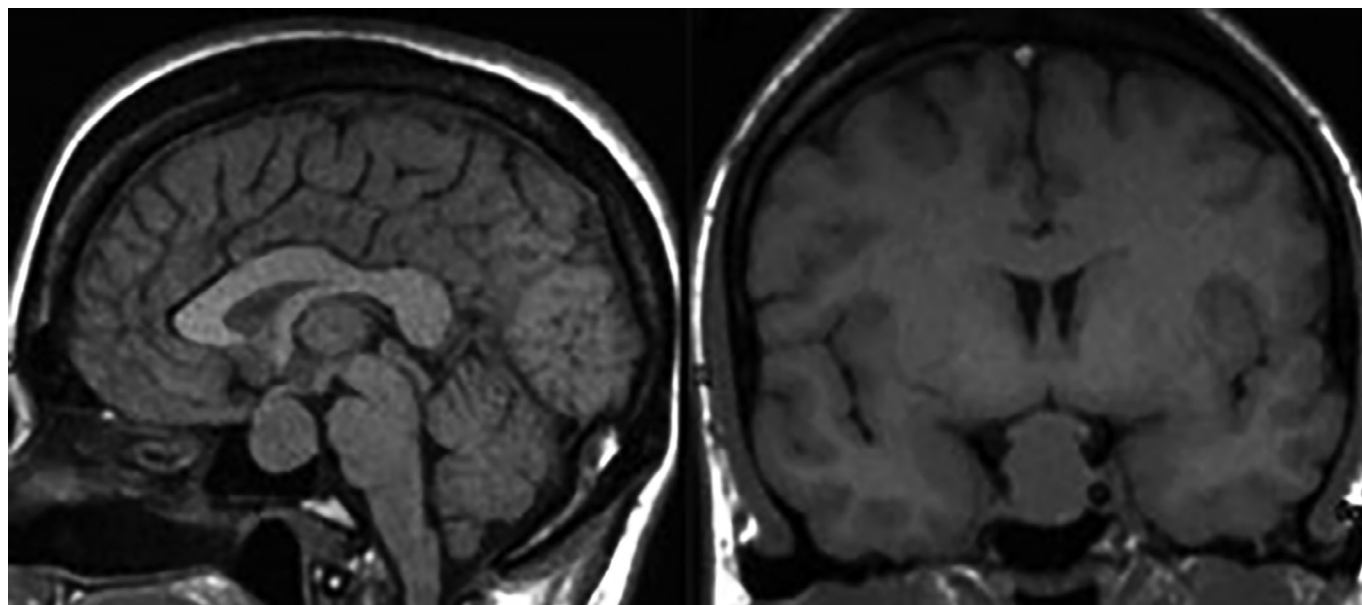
Эндо-супраселлярная соматотропинома. На сагиттальных (А) и фронтальных (Б) МР-томограммах в T1-взвешенном режиме выявляется гипоинтенсивная опухоль.
